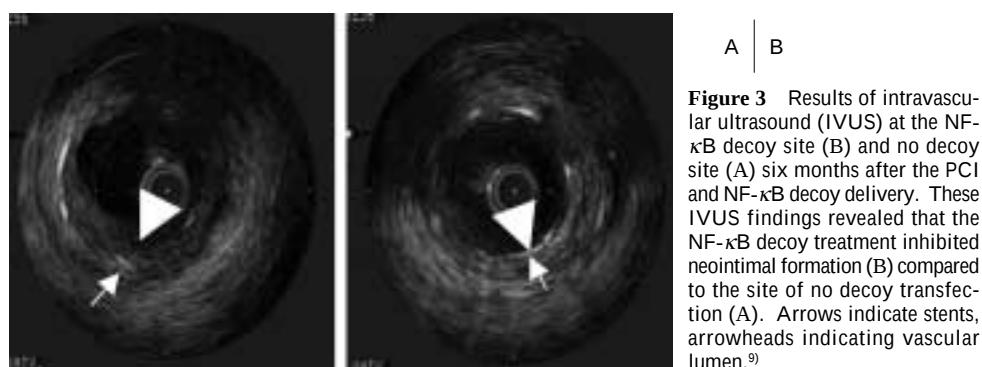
Results of intravascular ultrasound (IVUS) at the NF- κ B decoy site (B) and no decoy site (A) six months after the PCI and NF- κ B decoy delivery. These IVUS findings revealed that the NF- κ B decoy treatment inhibited neointimal formation (B) compared to the site of no decoy transfection (A). Arrows indicate stents, arrowheads indicating vascular lumen.⁹⁾
